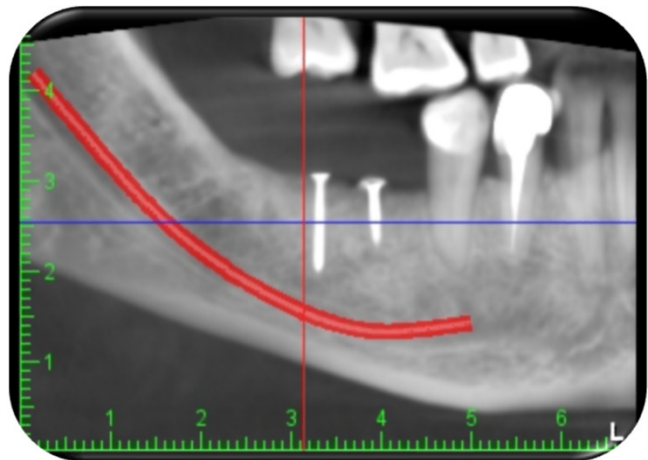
rimozione membrana e controllo radiografico a 6 mesi.
